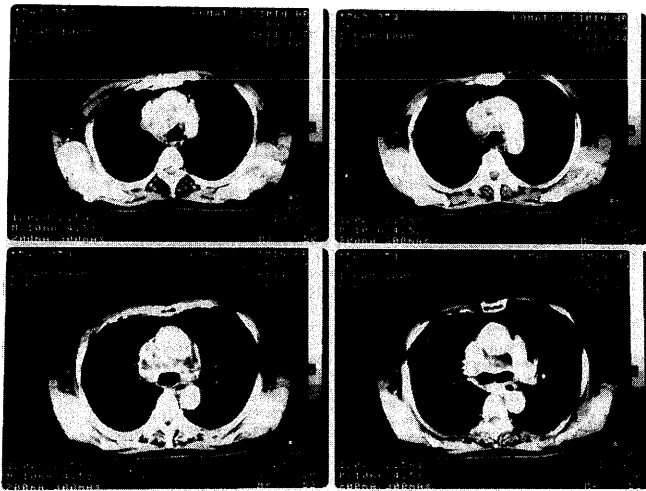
Chest X-ray CT revealed massive mediastinal lymphnode swelling that was consistent with abnormal mediastinal uptake of Ga-67.
